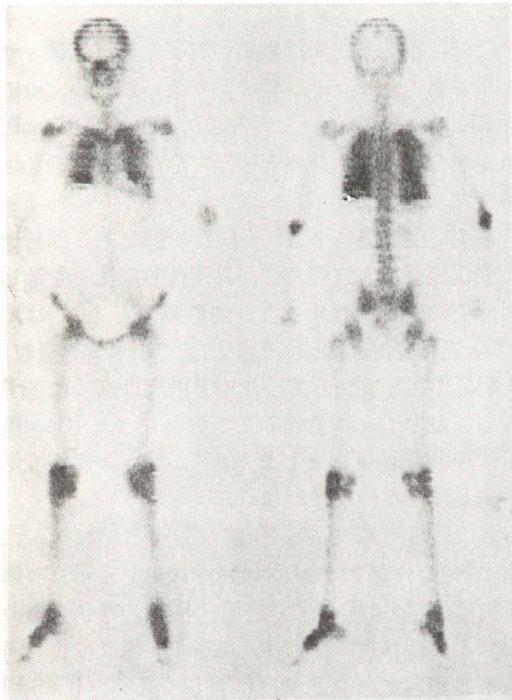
Bone scintigram in a patient (case 1) with cancer. Abnormal accumulations of  $^{99m}\text{Tc}$ -MDP were observed on bilateral lungs and kidneys. Increased uptake was noticed in generalized bone.
